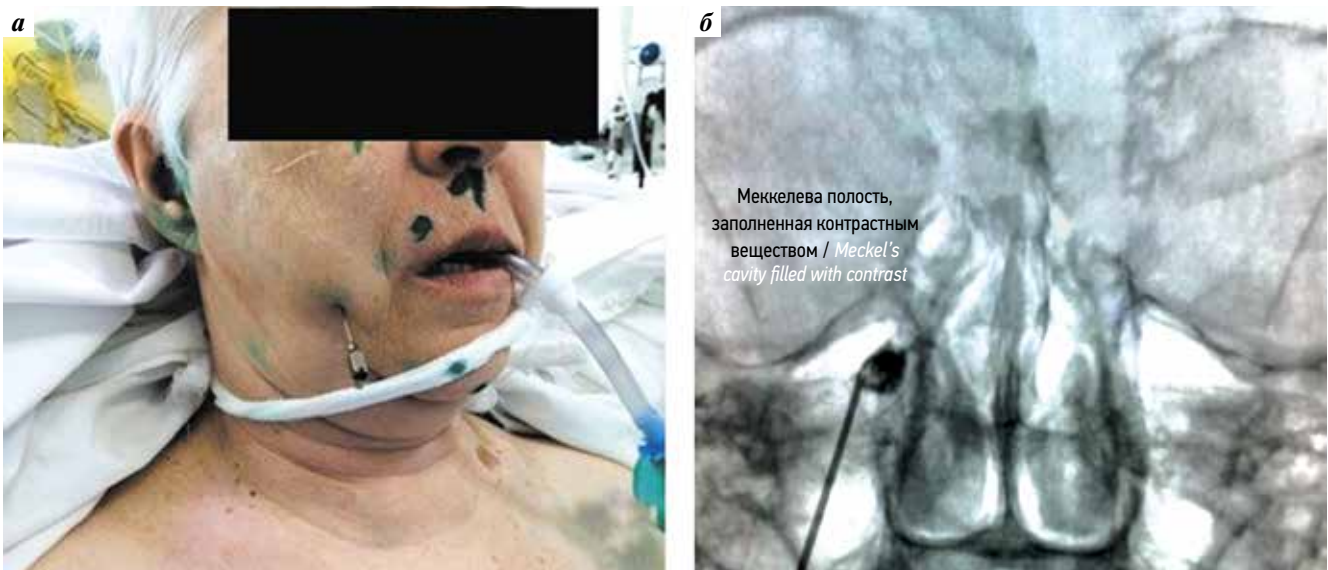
Пациент в положении сидя при проверке правильности положения иглы путем контрастирования меккелевой полости (а). Рентгенограмма меккелевой полости, заполненной контрастным веществом (б)
